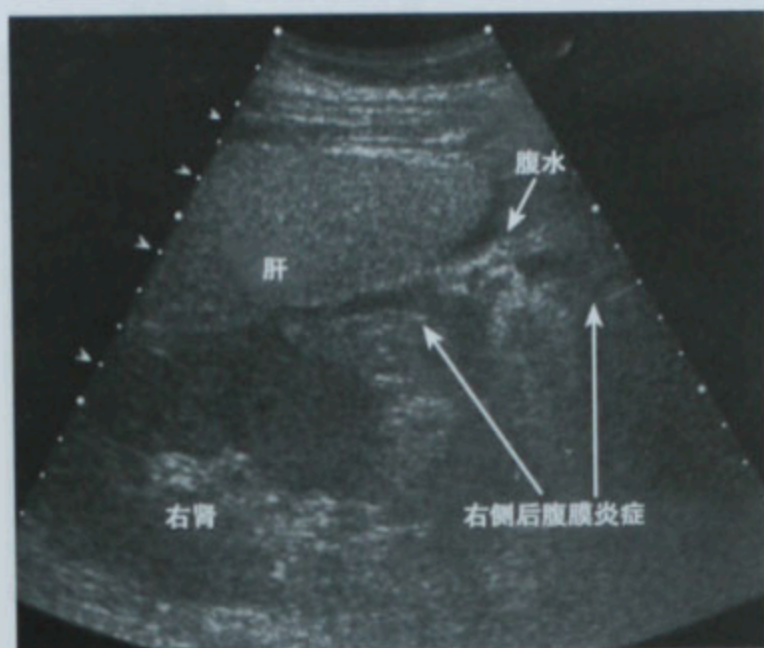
急性胰腺炎患者右上腹部超声图像显示后腹膜(RP)炎症和积液的范围,RT:右
